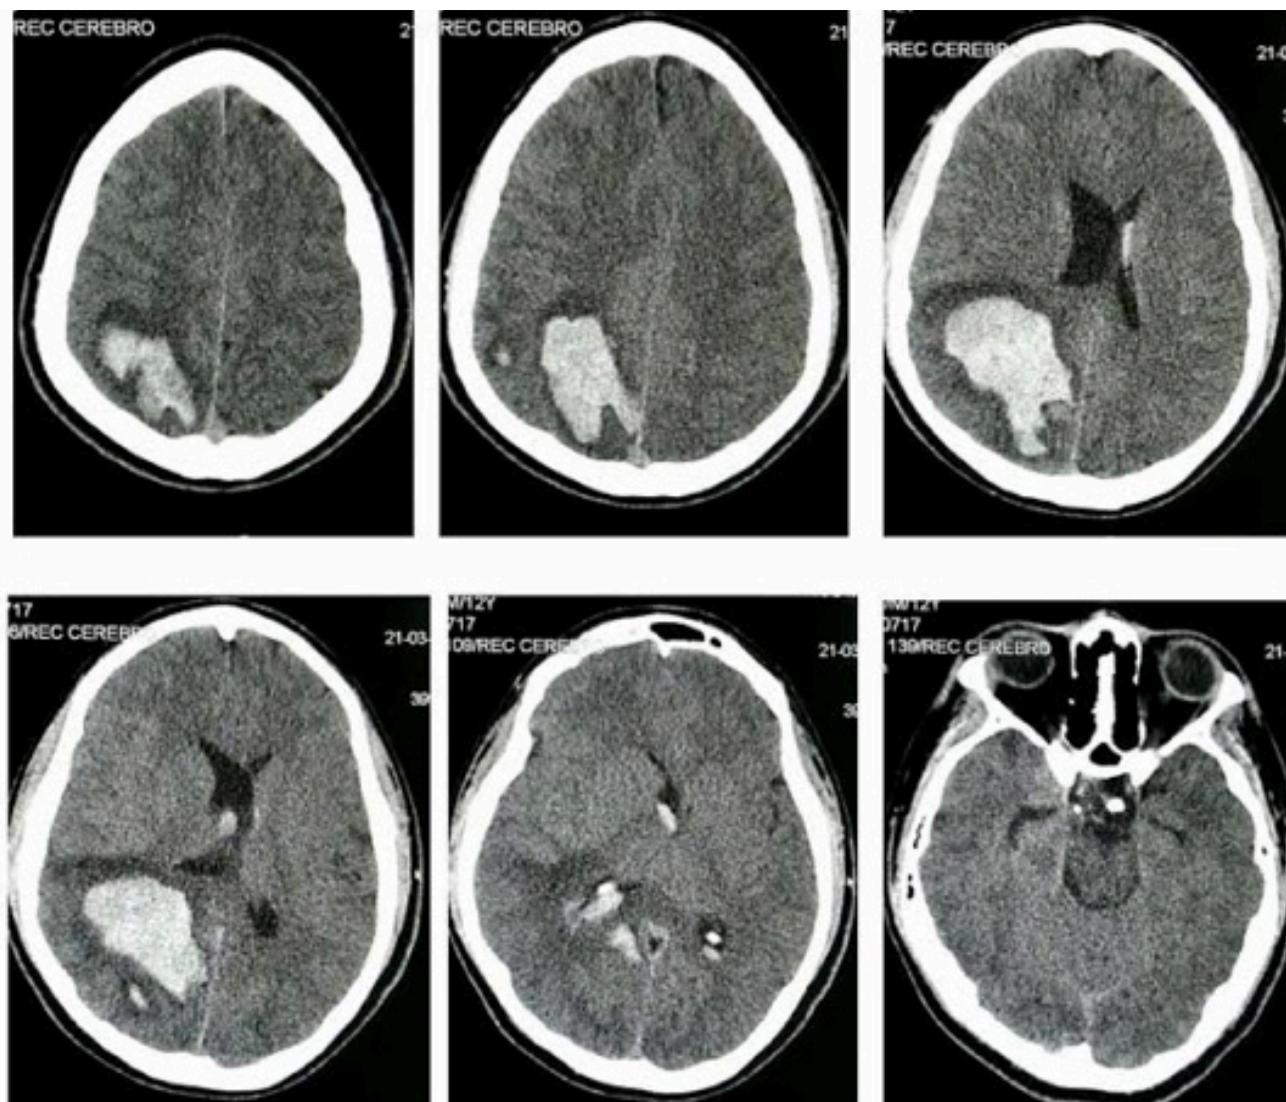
TAC simple de cráneo que muestra hematoma parenquimatoso occipital derecho, con efecto de masa, edema perilesional, desviación de la línea media, irrupción ventricular y crecimiento de cuernos temporales.
